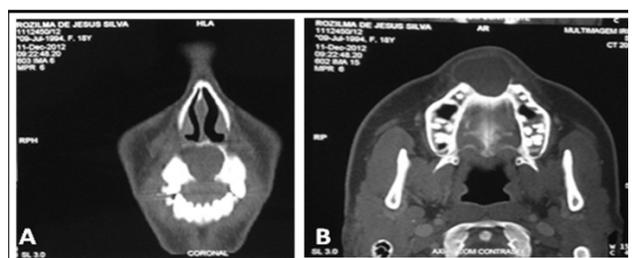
Tomografia computadorizada pré-operatória corte coronal (A) e axial (B).
